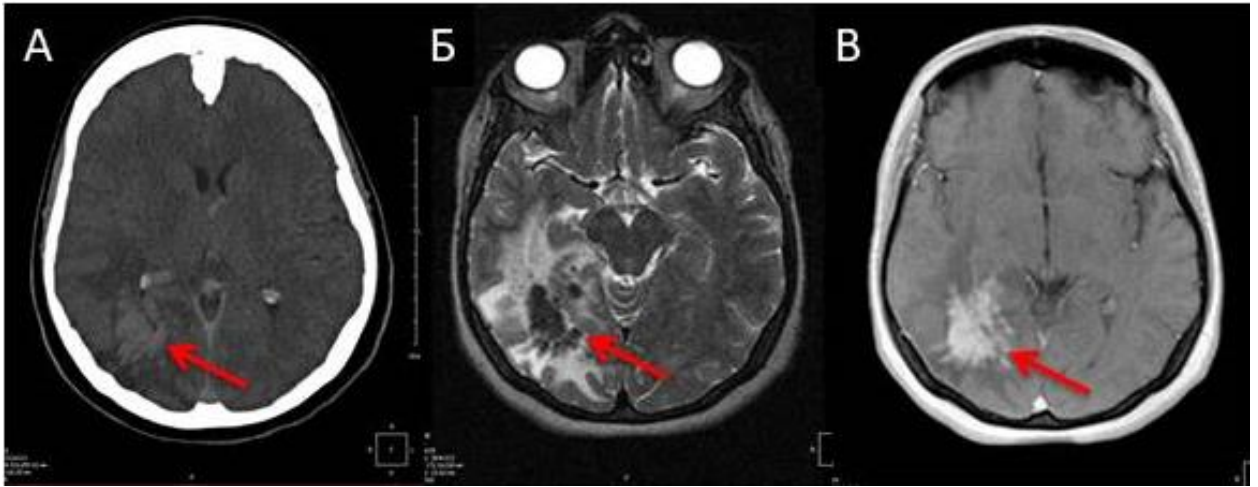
Пациентка Н. с поражением головного мозга: А – КТ ГМ: объемное образование правой височно-затылочной области; Б – МРТ ГМ: многоузловое объемное образование (гипоинтенсивное в T2 режиме, с выраженным перифокальным отеком); В – МРТ ГМ с в/в контрастированием: диффузно-неоднородное накопление контрастного вещества образованием.
